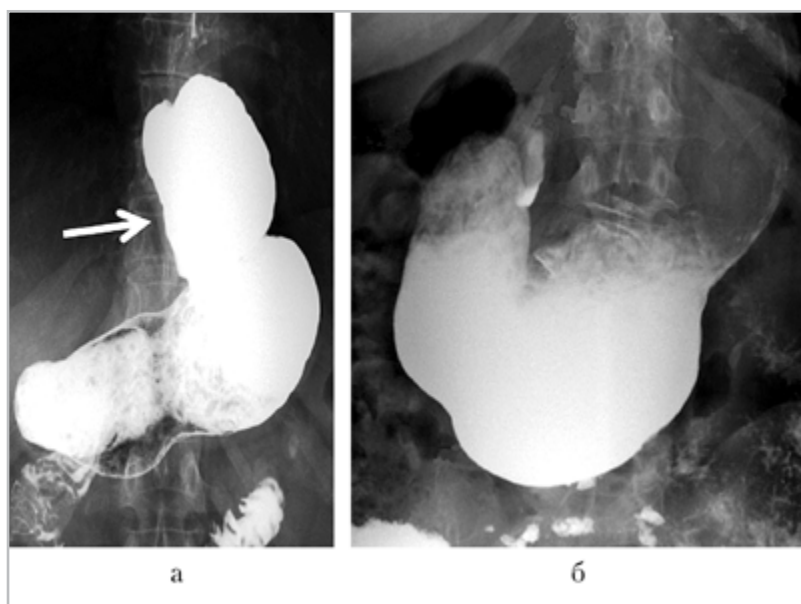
Обзорные рентгенограммы желудка с пероральным контрастированием в прямой проекции. Осложнения после АРО по Черноусову и проксимальной ваготомии (2014) у пациента Ф., 44 года. Определяется: а — полный разворот манжеты, субтотальная фиксированная аксиальная ГПОД (стрелка), укорочение пищевода, тонус желудка снижен; б — через 24 ч желудок не опорожнился — признаки постваготомического гастростаза
